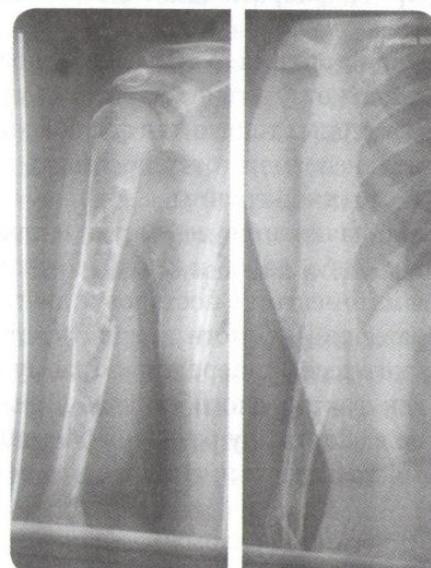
Патологический перелом левой плечевой кости на фоне костной кисты. Рентгенограмма
